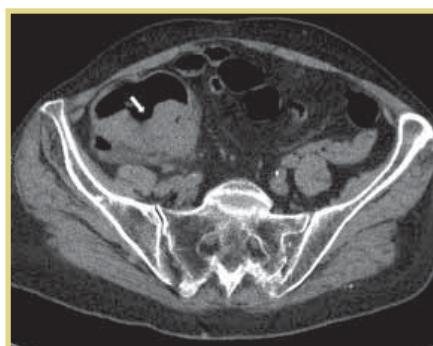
КТ: опухоль слепой кишки на аксиальном срезе (указана стрелкой)
